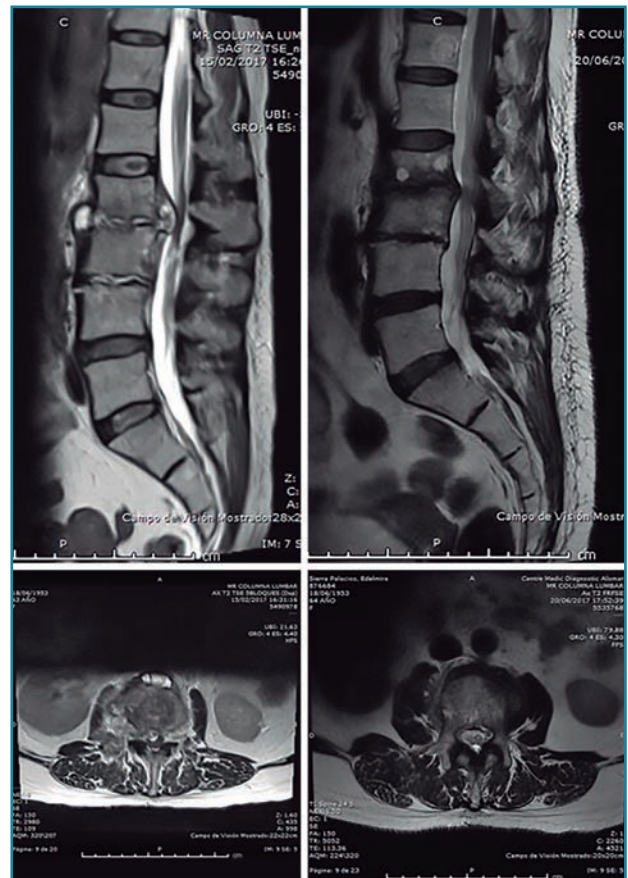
Resonancia magnética (RM) a los 3 meses del diagnóstico e inicio de tratamiento, comparando cortes sagitales y axiales de la RM inicial y final. Claro cambio en las imágenes, con desaparición de la “masa líquida” paravertebral y liberación del espacio intratecal.
